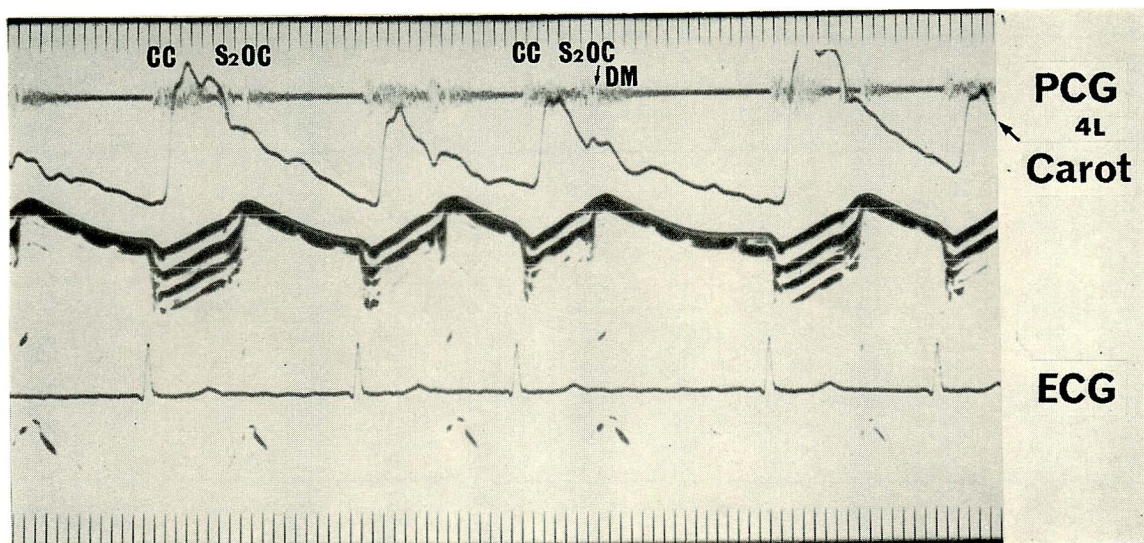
Simultaneous recording of phonocardiogram, carotid pulse tracing and echocardiogram.
